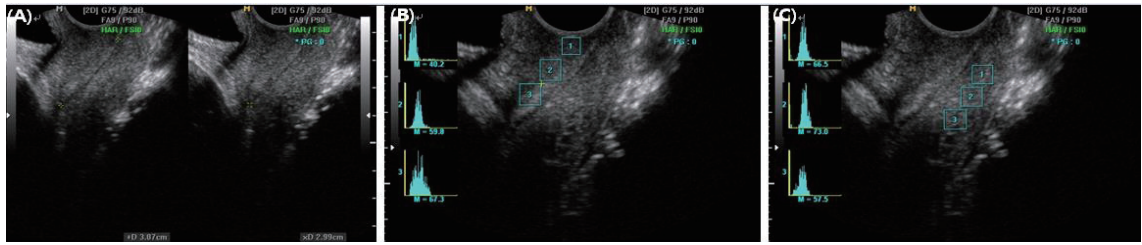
Ultrasonographic assessment of the uterine cervix. (A) Cervix length, (B) Histogram (anterior lip), (C) Histogram (posterior lip).
